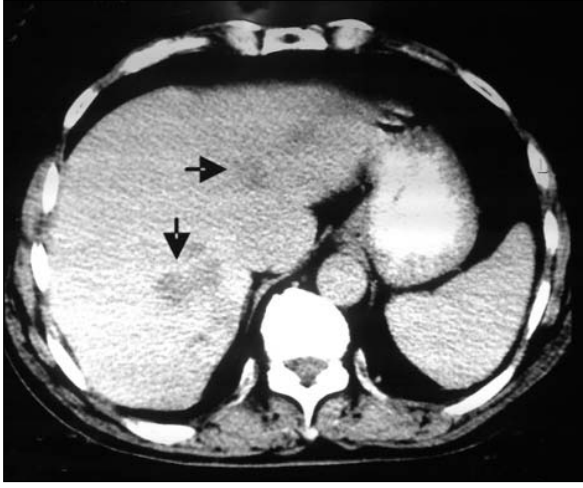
Caz clinic 1. Aspect CT preoperator cu multiple meta bilobare
